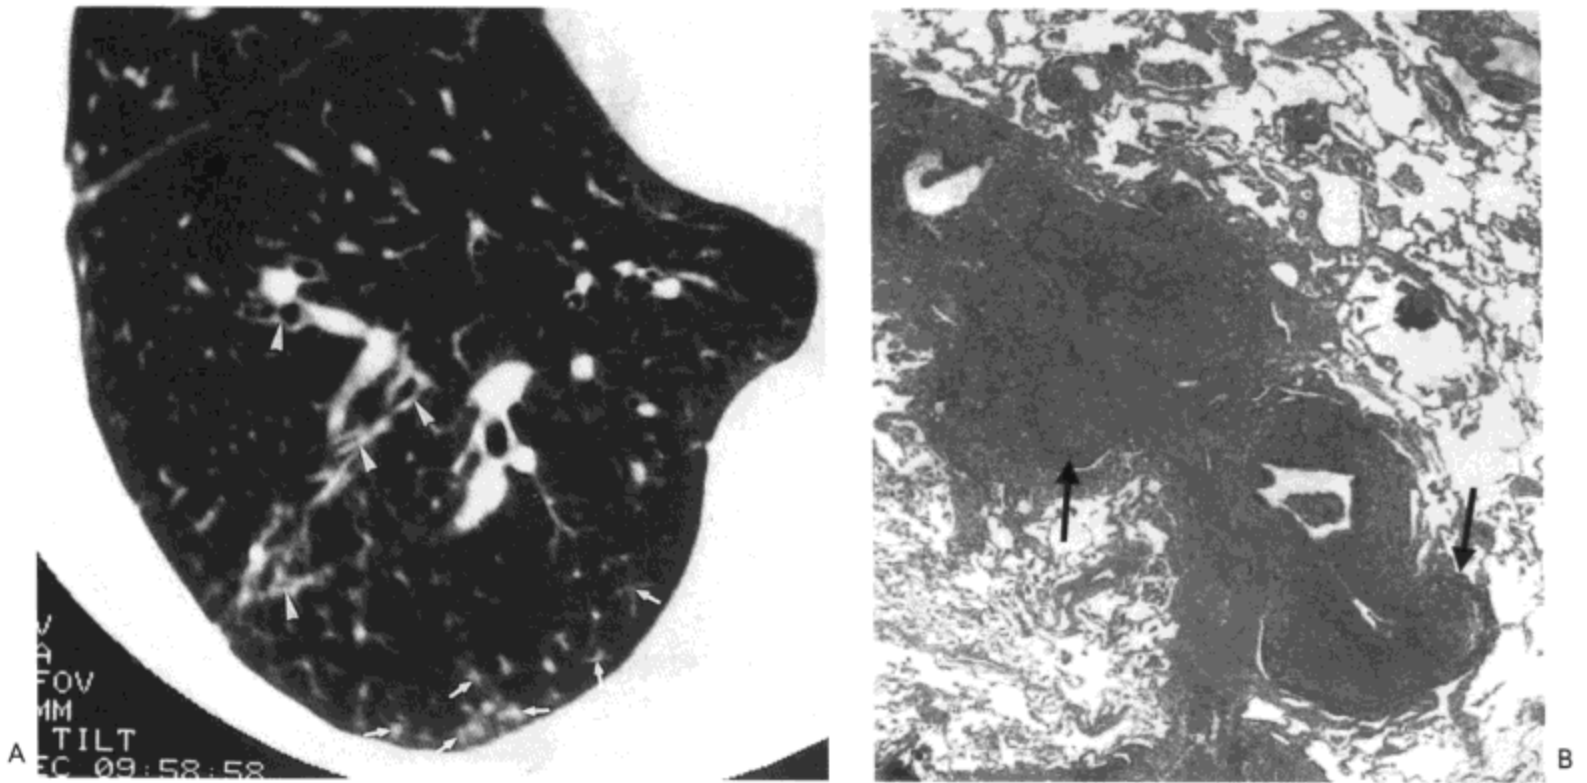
滤泡性细支气管炎。A: 高分辨率 CT 影像示小叶中心性结节 (箭号) 与支气管壁增厚 (箭头)。B: 活检标本光镜显微照相示膜性细支气管壁内致密的淋巴细胞浸润。一些生发中心表现明显 (箭号) (感谢日本 Hamamatsu, Hamamatsu 医科大学的 Kingo Chida 医生提供)。
